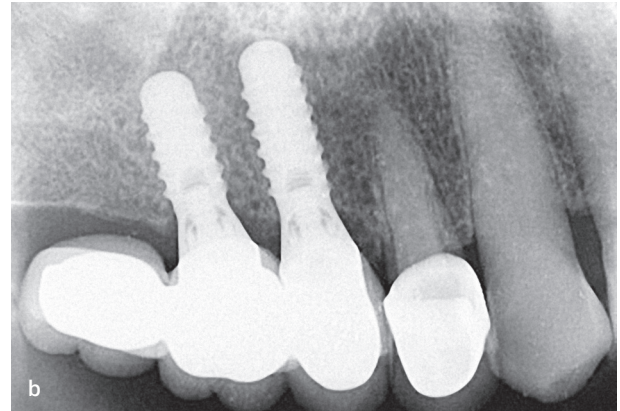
б Клінічні та рентгенологічні зображення періімплантатного мукозиту. Видимі ознаки запалення, такі як: почервоніння, набряк і кровоточивість м'яких тканин, при цьому рентгенологічно втрата кісткової тканини не виявляється.
